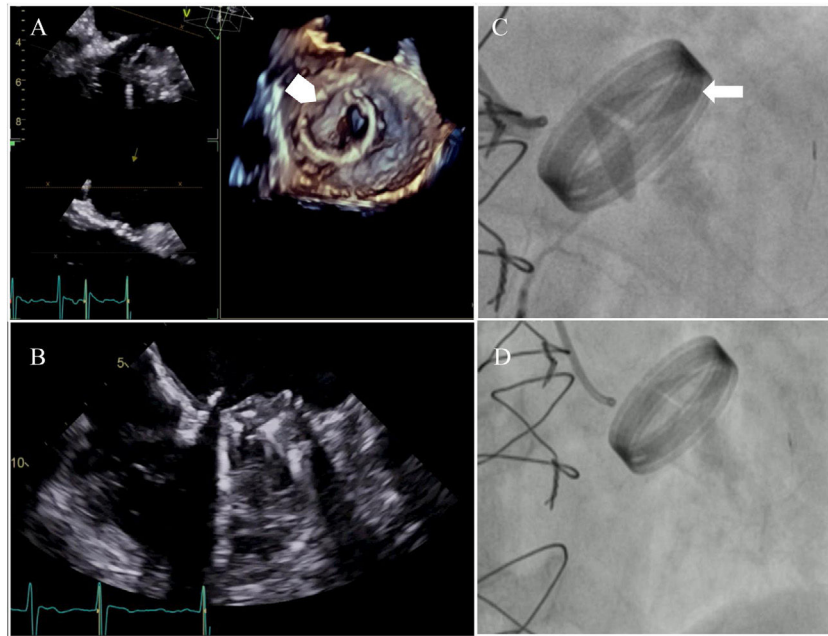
Prótesis mitral con bloqueo del disco anterolateral en posición cerrada (flecha blanca) y lesión en la cara auricular (cabeza de flecha blanca). Ecocardiografía transesofágica. Vídeo en tres cámaras y 3D (A) y en cuatro cámaras (B). Fluoroscopia (C) y videofluoroscopia (D).
